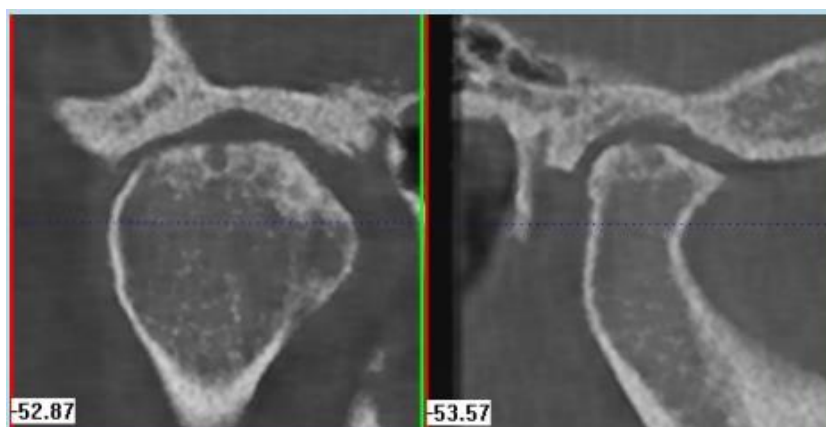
Tomografía. Quistes subcondrales, como formaciones redondeadas hipodensas, en el polo superior condilar. Cortes coronal y sagital (Romero & Veloso).
